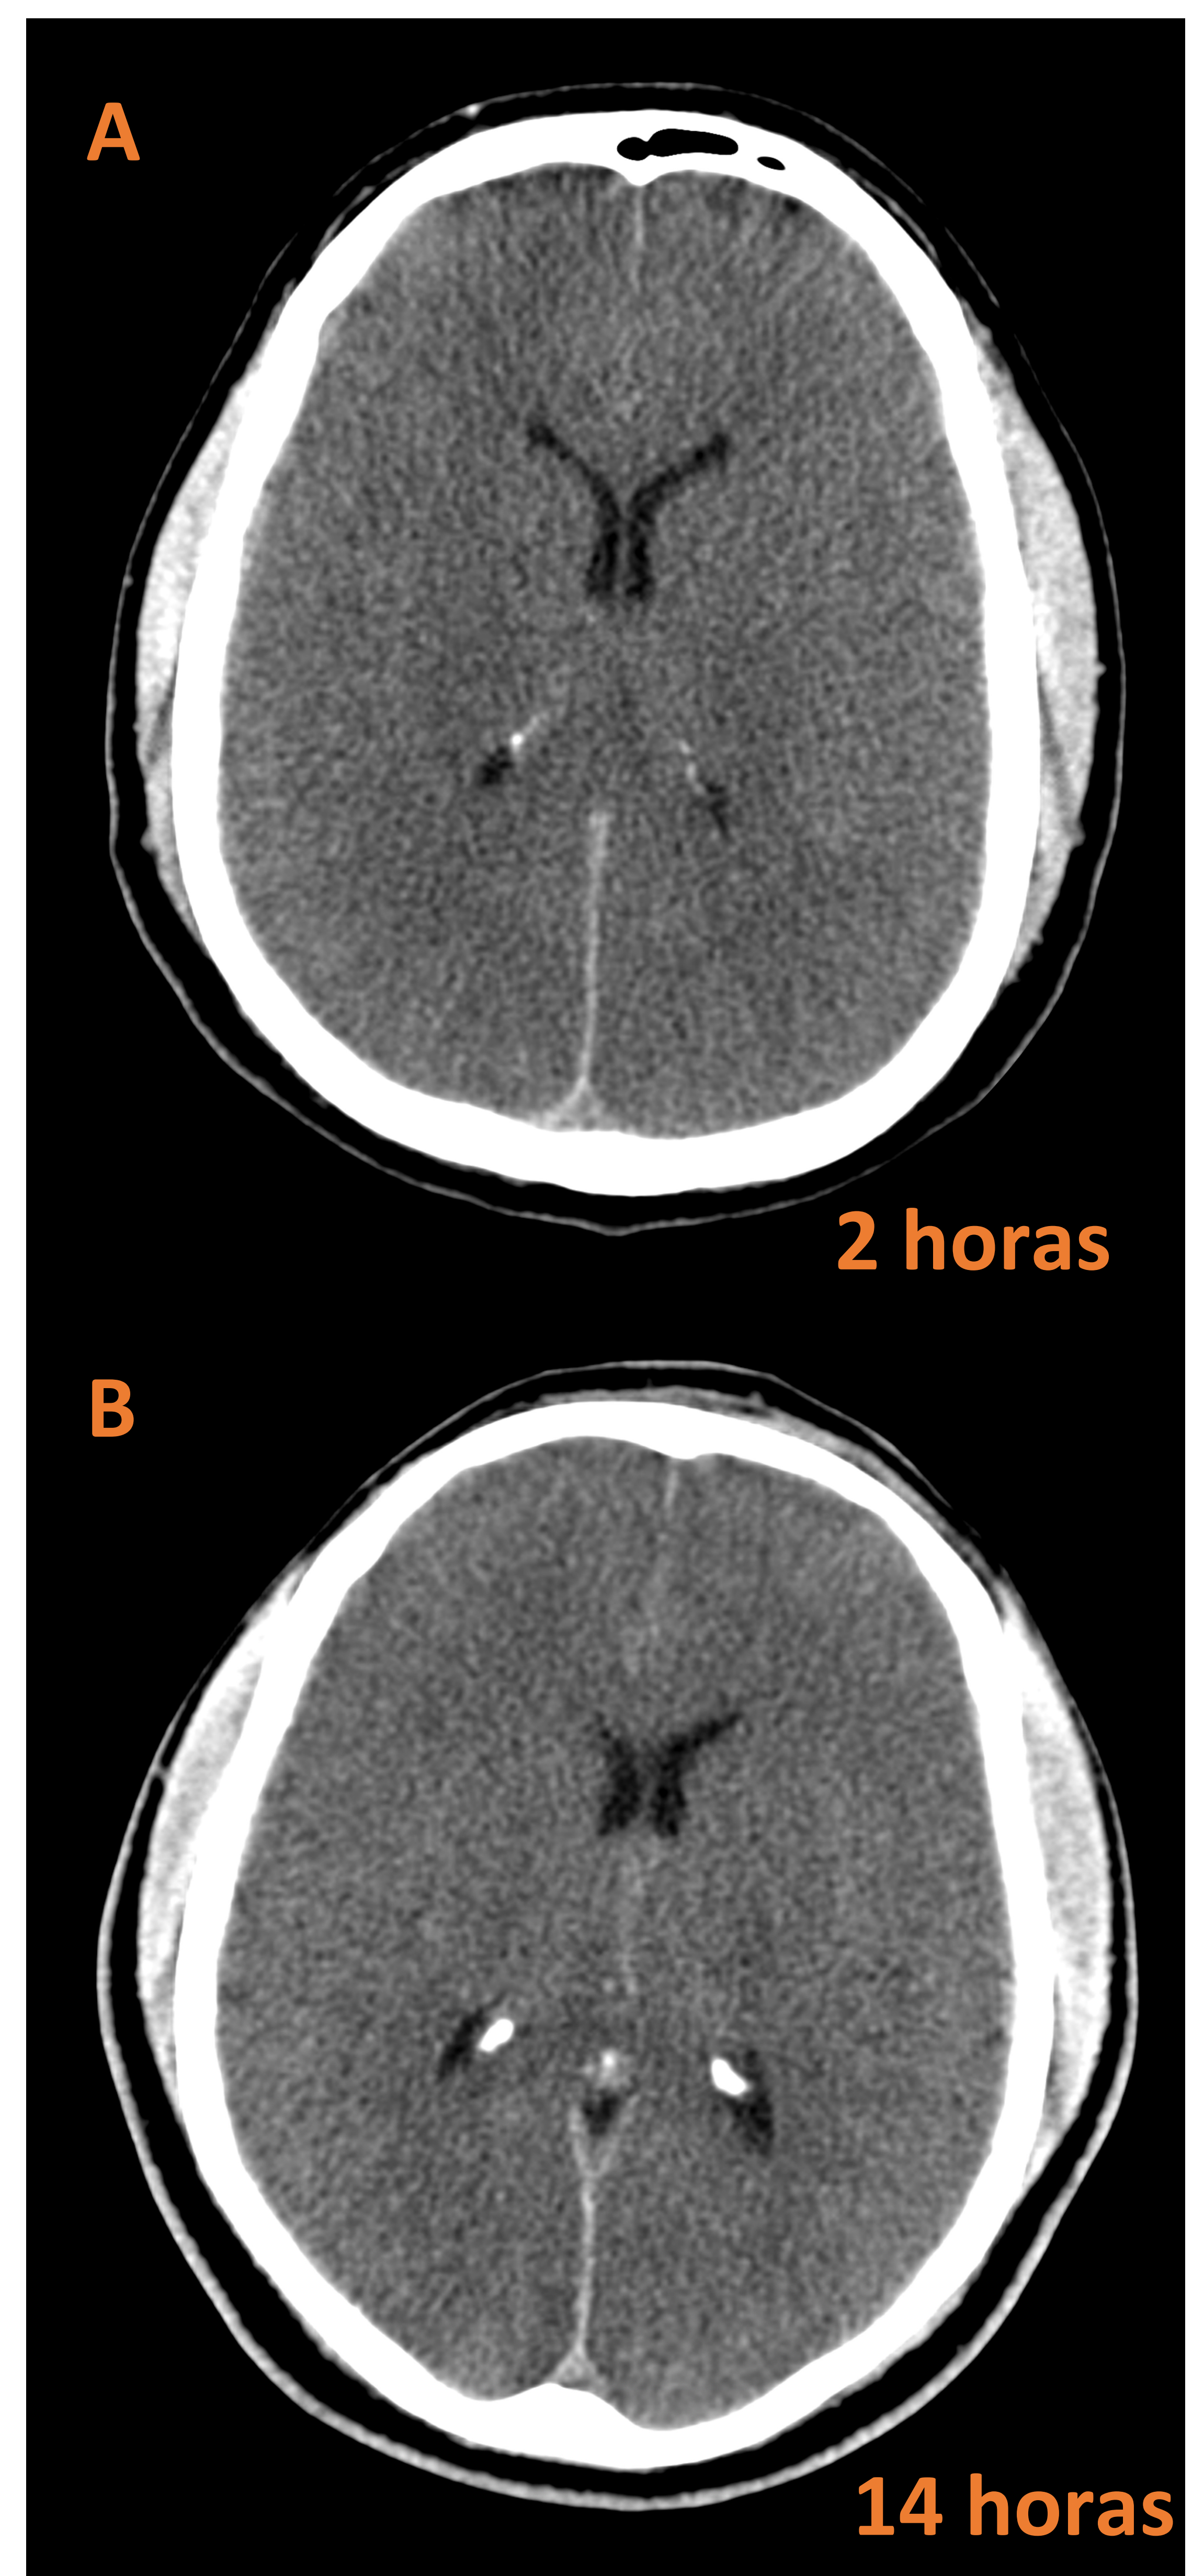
Fases tempranas de desarrollo de EHI en TC sin contraste
